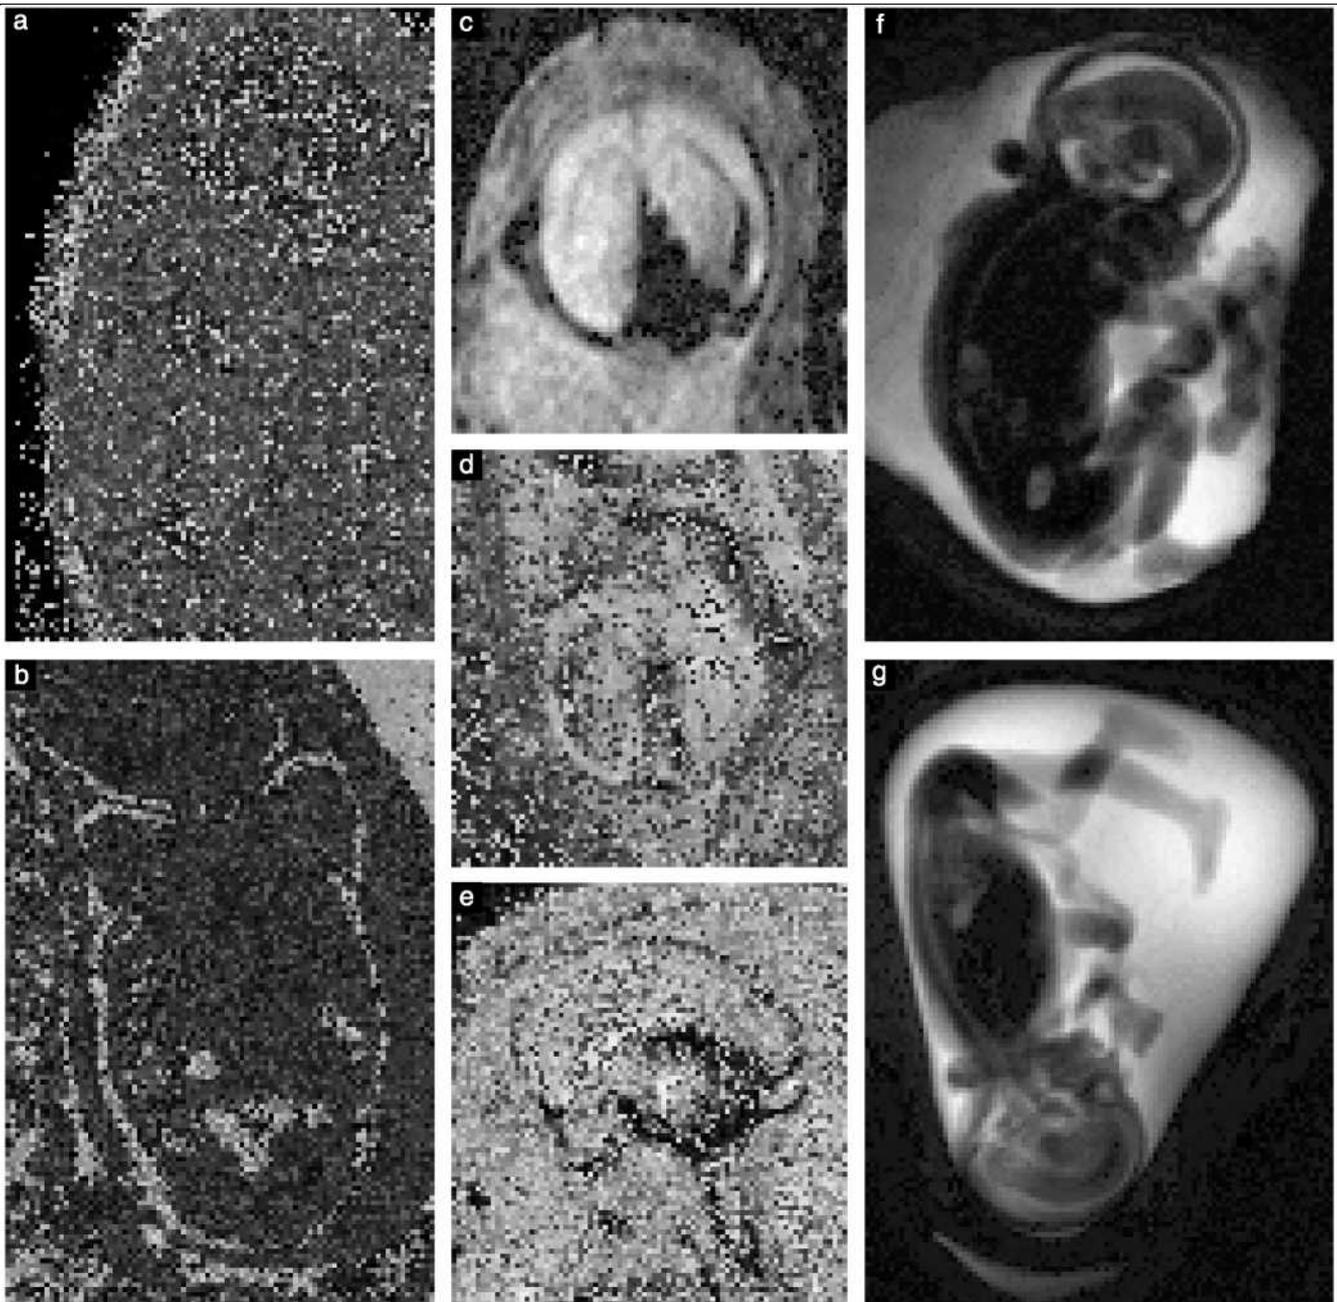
T2-взвешенный контраст является основой фетальной магнитно-резонансной томографии (МРТ). Другие срезы включают: T1-взвешенные МРТ (a,b), примененные для исследования здоровых плодов на сроках 27+1 (a) и 38+3 нед, показывают повышенную интенсивность щитовидной железы и наполненных меконием петли кишечника; однократные эхо-эхопланарные последовательности высокого градиента, представленных здесь в коронарном (c), аксиальном (b) и сагиттальном (c) сечениях у плодов с внутричерепным кровоизлиянием в 22+6 нед, показывают сниженную интенсивность продуктов распада крови; и магнитно-резонансная холангио-панкреатографическая последовательность (толщиной 20 мм), использованная у плодов с пороками сердца (не видны) (f) в 24+4 нед. и 20+1 нед. у плода с рекурвацией колена (g), позволяющая определить пропорции и положения рук и ног.
